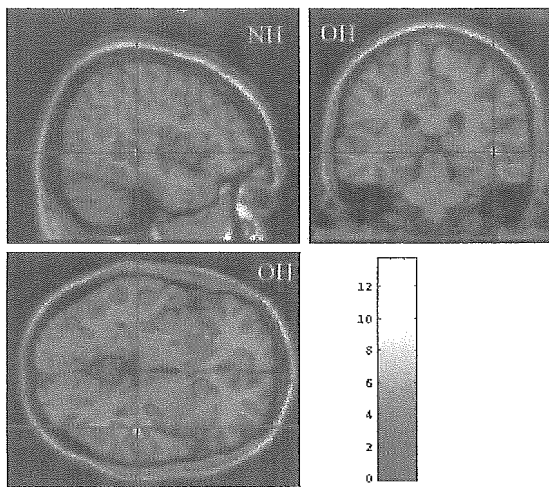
[C-11]raclopride PET で, D2 受容
